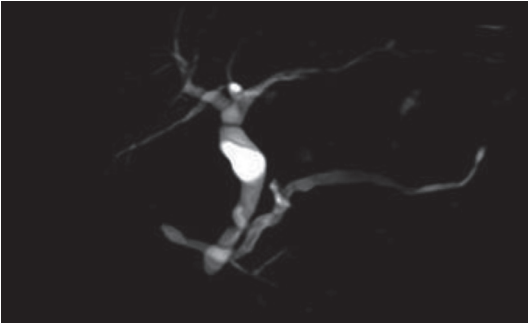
Mujer de 52 años con molestias abdominales ocasionales, sin antecedente de pancreatitis aguda. Colangiorresonancia muestra el conducto pancreático dilatado que cruza al colédoco y desemboca en el duodeno independiente de la vía biliar, compatible con pancreatitis obstructiva en páncreas divisum.
